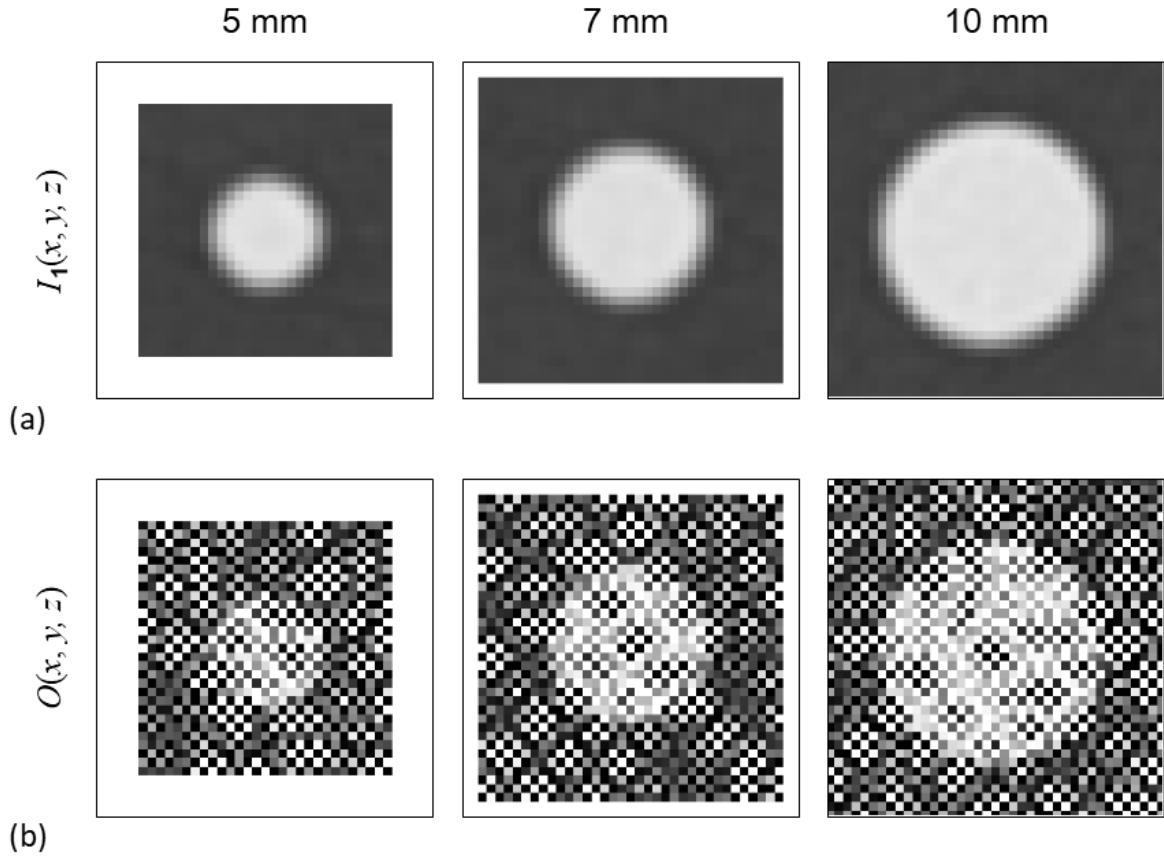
式(2)を CT 画像に適用した一例. (a) 直径 5 mm, 7 mm, 10 mm の球体を撮影した CT 画像  $I_1(x, y, z)$ . (b) 式(2)により  $I_1(x, y, z)$  から算出した  $O(x, y, z)$ .
